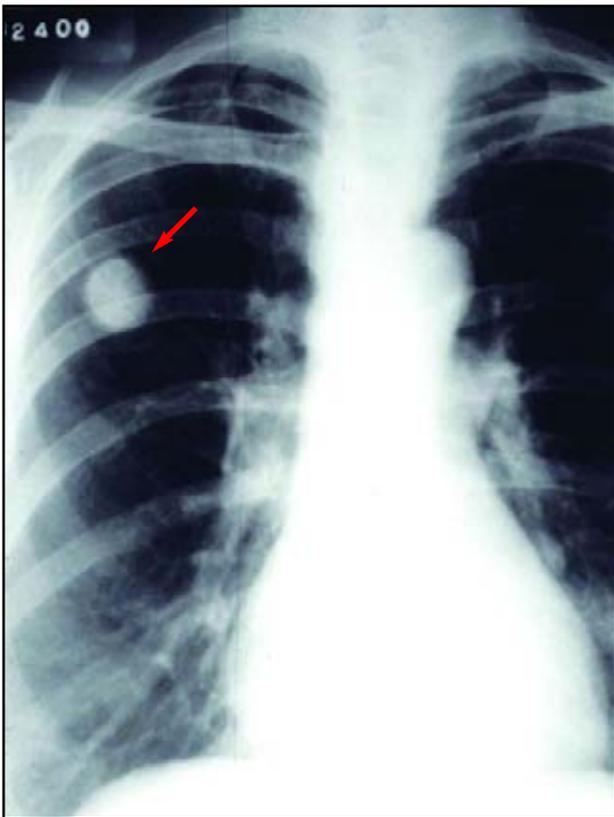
Radiografía simple del tórax. La flecha indica un nódulo pulmonar solitario.
